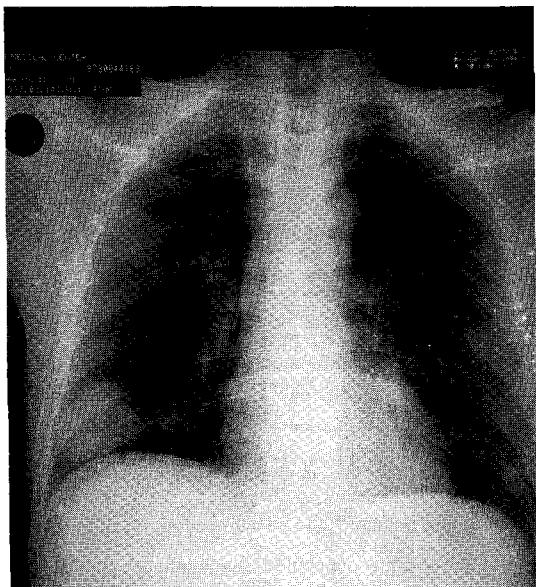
After 3 days of anti-cancer chemotherapy, chest radiograph shows markedly reduced size of nodules in both lung fields.
